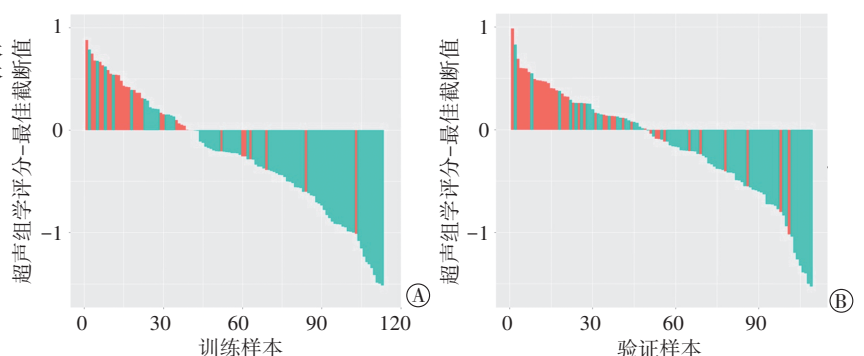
超声组学评分在训练样本(A)和验证样本(B)中的条形分布图
